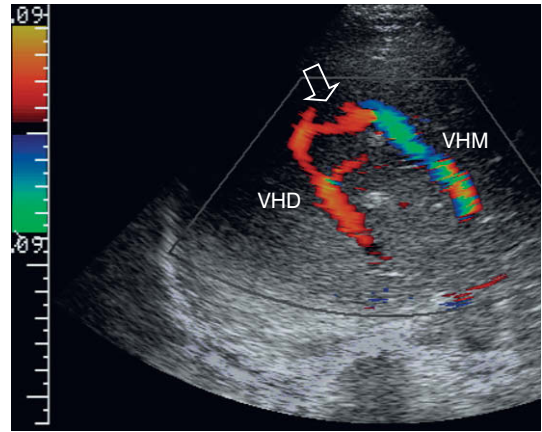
Imagen transversal de Doppler color en la zona media del hígado de un paciente con un trombo en la vena cava inferior relacionado con un catéter. El flujo en la vena hepática derecha (VHD) está invertido y se dirige hacia el transductor. Una vena colateral prominente (flecha) lleva entonces flujo a la vena hepática media (VHM) y de ésta al corazón. Obsérvese el falso espectro cuanto más distal en la vena hepática debido a la mayor velocidad producida por el volumen de sangre aumentado..
